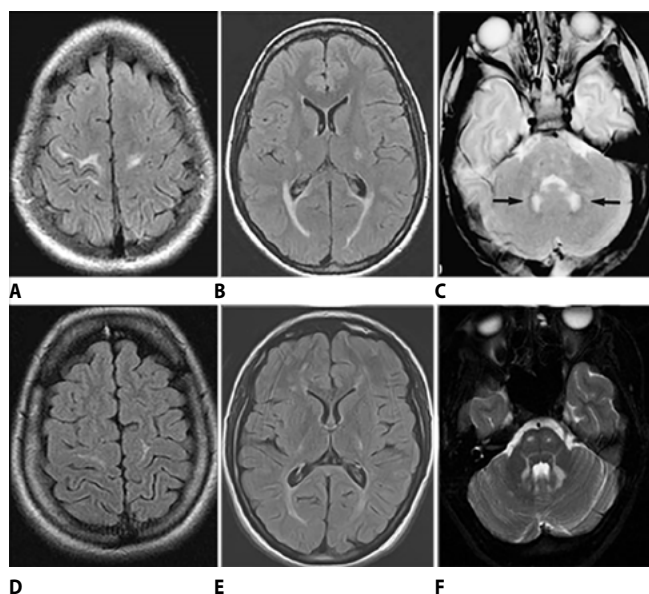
МРТ при БК и LBSL.
